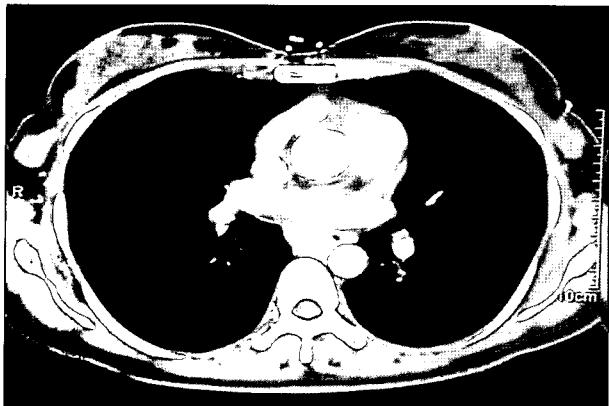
Preoperative chest CT: Moderate sized concentric esophageal mass that showed iso-attenuation compared with soft tissue.
